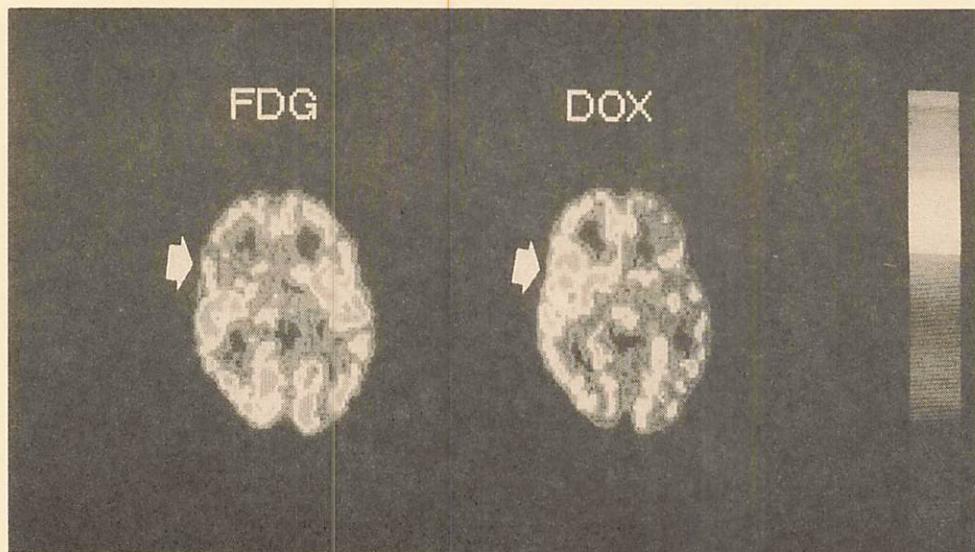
てんかん（複雑部分発作）症例におけるヒスタミンH1受容体と脳血流量のPET<sup>11)</sup>。右前側頭葉の矢印のところに発作焦点があり、脳血流量は低下している。そこでH1受容体の密度が上昇している。
